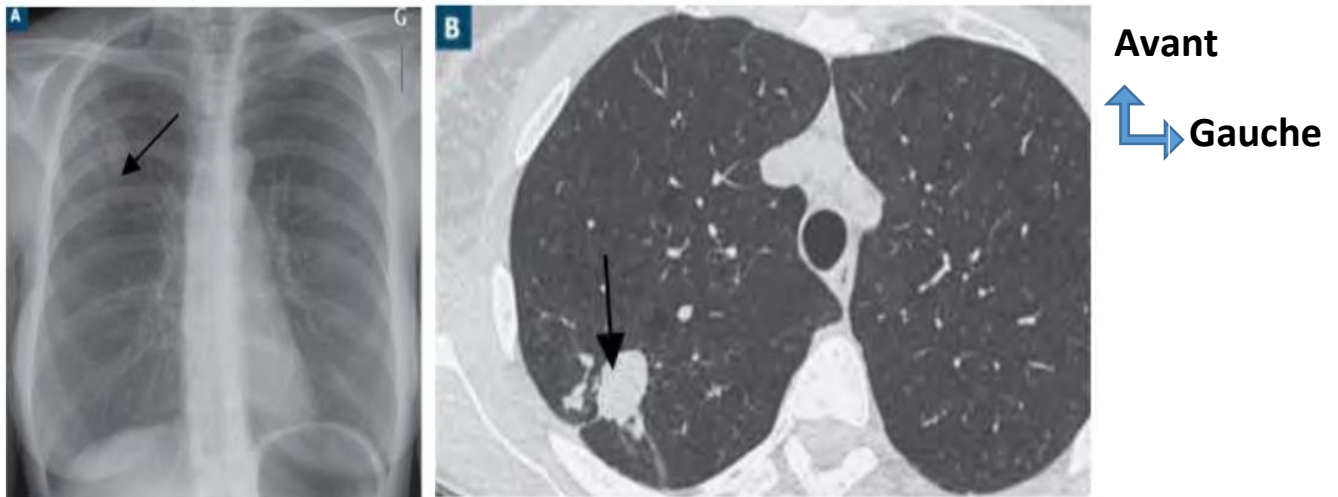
Image radiographie thoracique (A) et scanographique (B) de tuberculome pulmonaire – aspect de nodule parenchymateux homogène(15).
